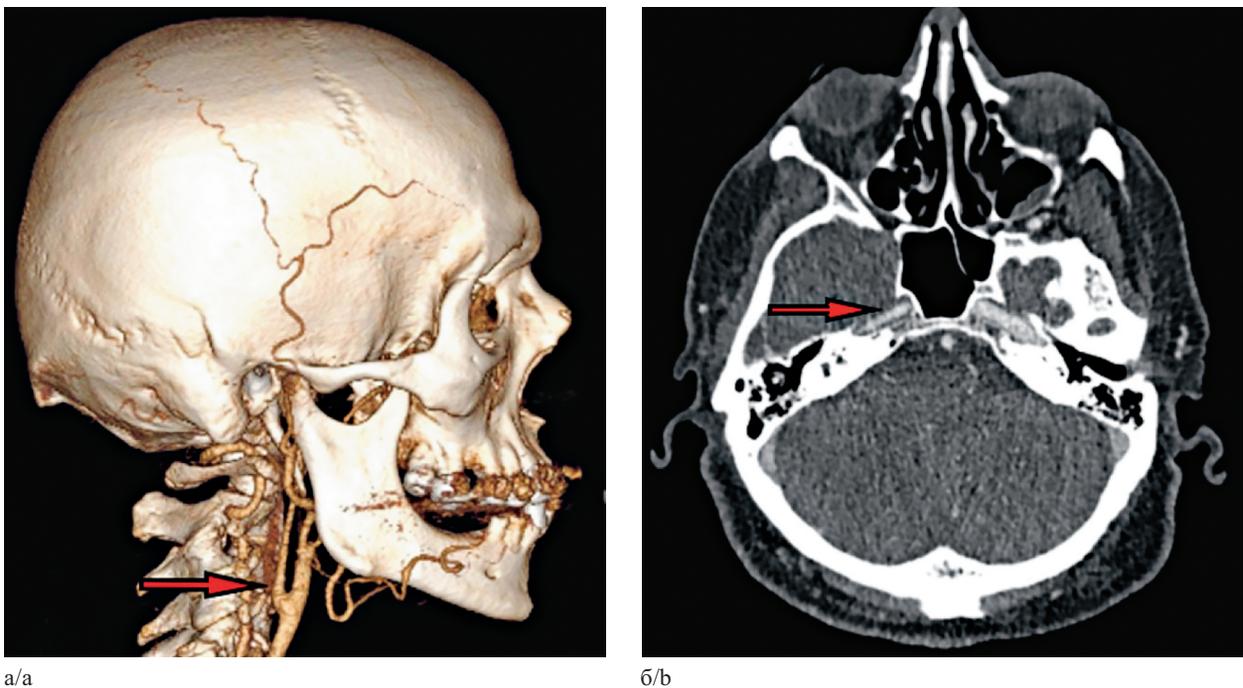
На томограммах контрастирована правая внутренняя сонная артерия в шейном (а) и каменистых сегментах (б)
